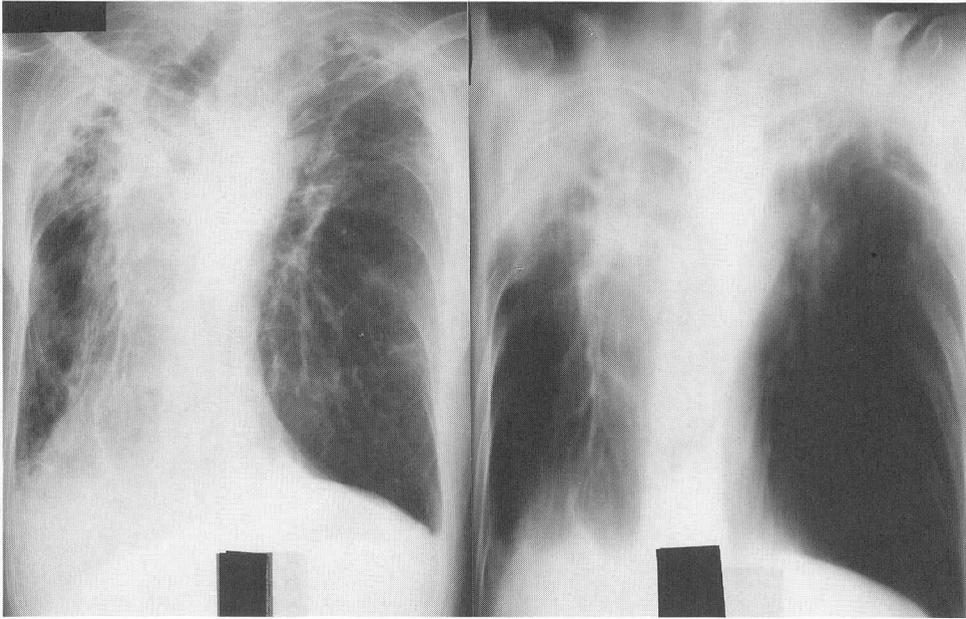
Chest Roentgenogram (left) and Tomogram (right) on March 14th of 1988
